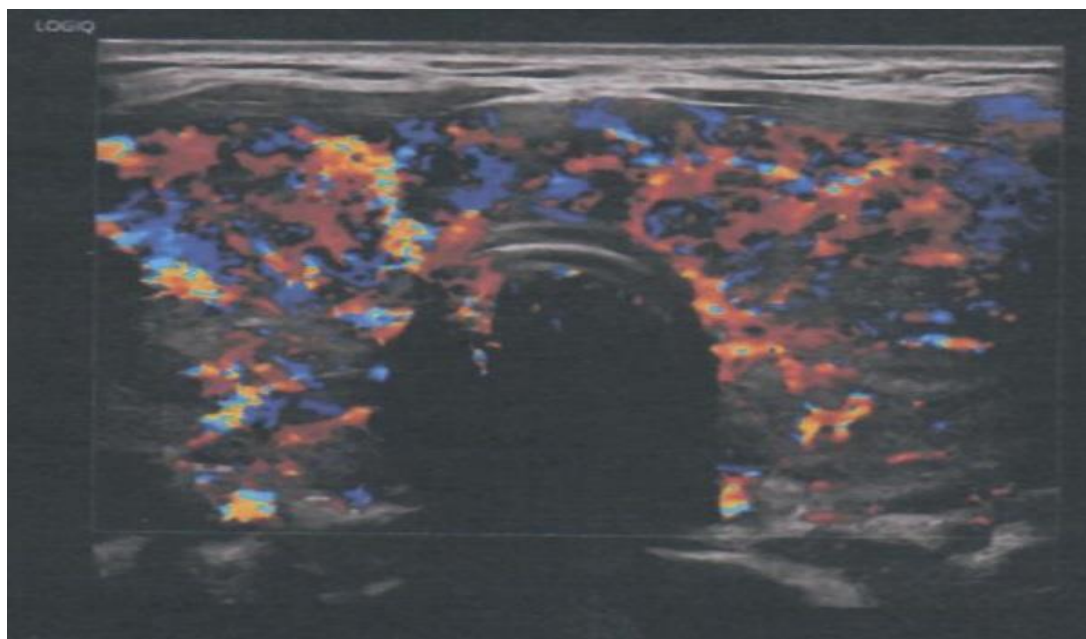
Imaginea Doppler color a glandei tiroide - „thyroid inferno”
